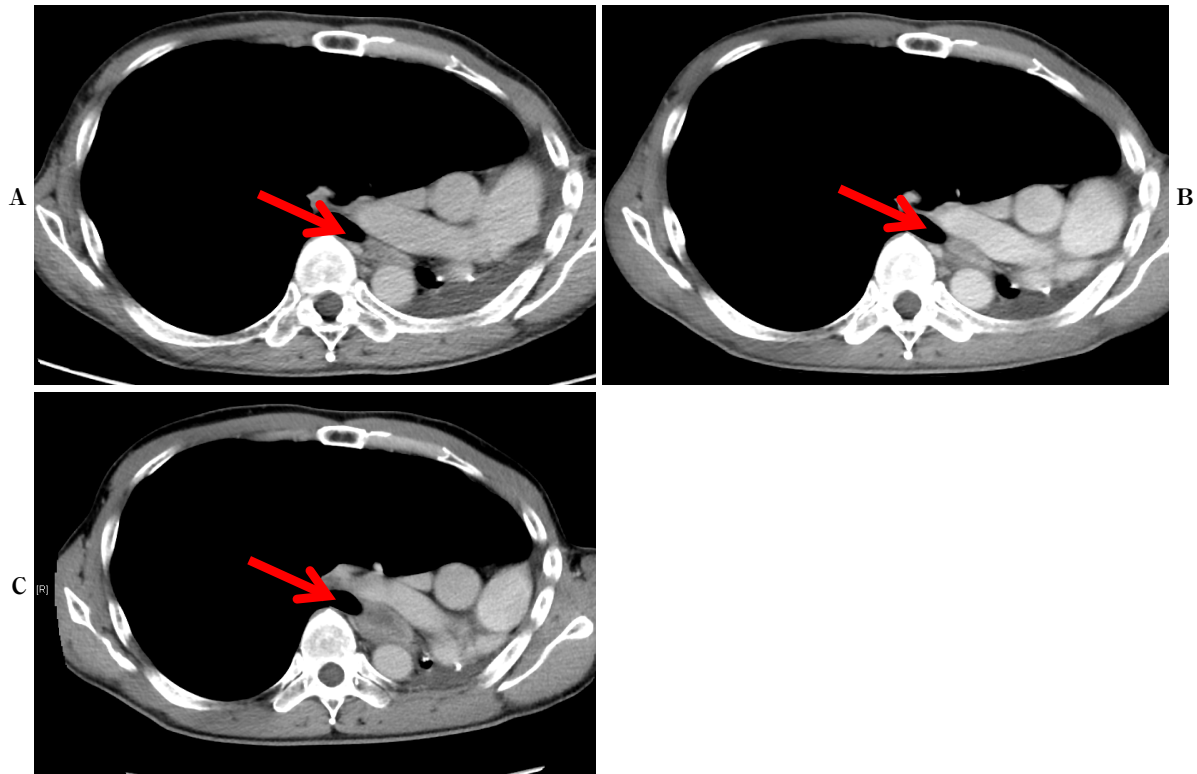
Computed tomography scans showed the reduction of mediastinal lymph nodes 3 months after the discontinuation of alectinib (A), 8 months after the discontinuation of alectinib (B) and 14 months after the discontinuation of alectinib (C).
